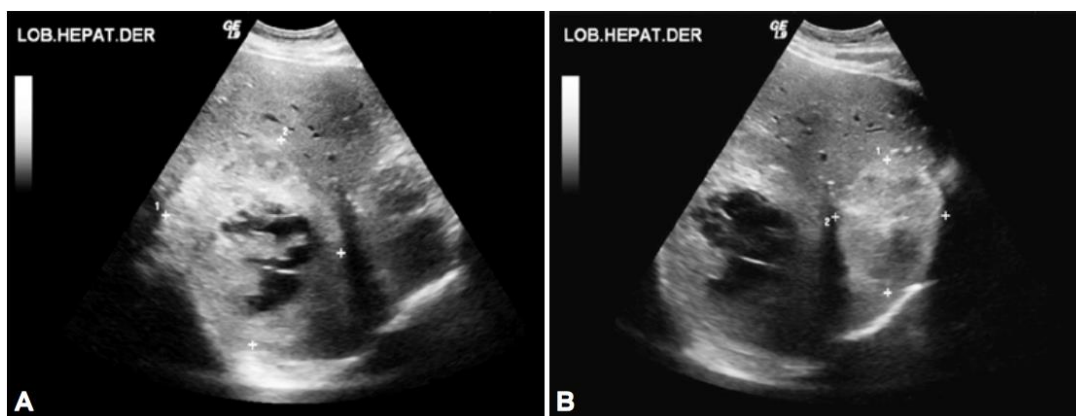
Ultrasonido transabdominal. Metástasis hepáticas de cáncer de colon. A) Lesión metastásica en hígado predominantemente hiperecogénica, con zona hipoecóica por necrosis. B) Lesión metastásica hiperecogénica, redondeada y definida.⁵²
